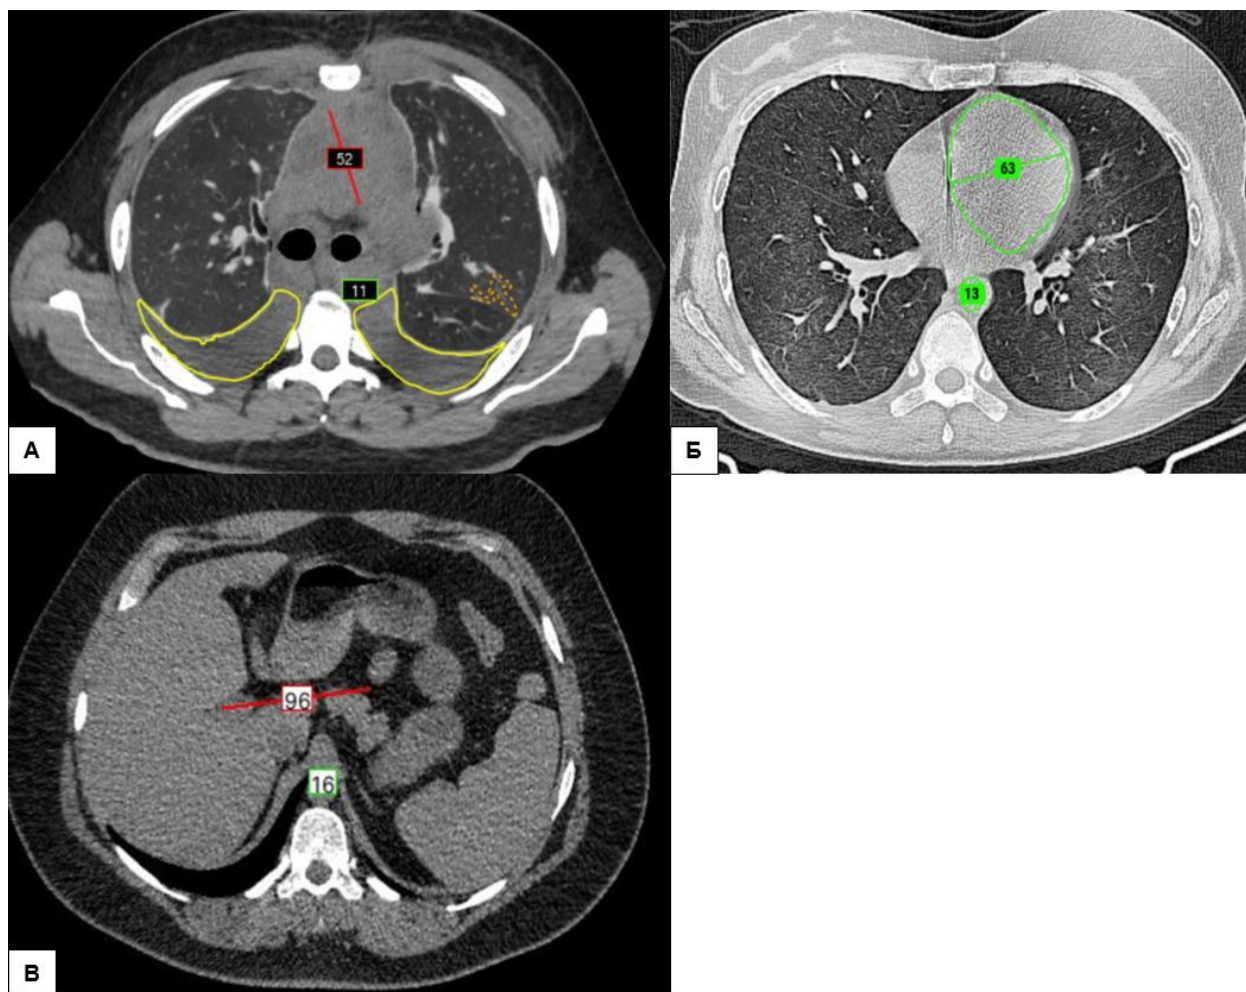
Пример неправильной работы отечественных ИИ-сервисов на КТ ОГК. ИИ ошибочно выделил и обозначил патологическое расширение восходящего отдела аорты следующим образом:
